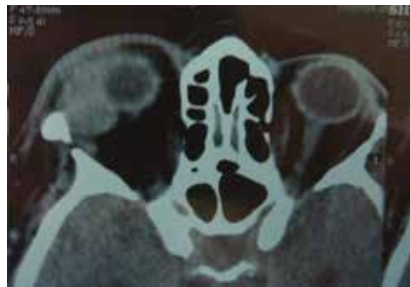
КТ пациента с плеоморфным раком слезной железы
